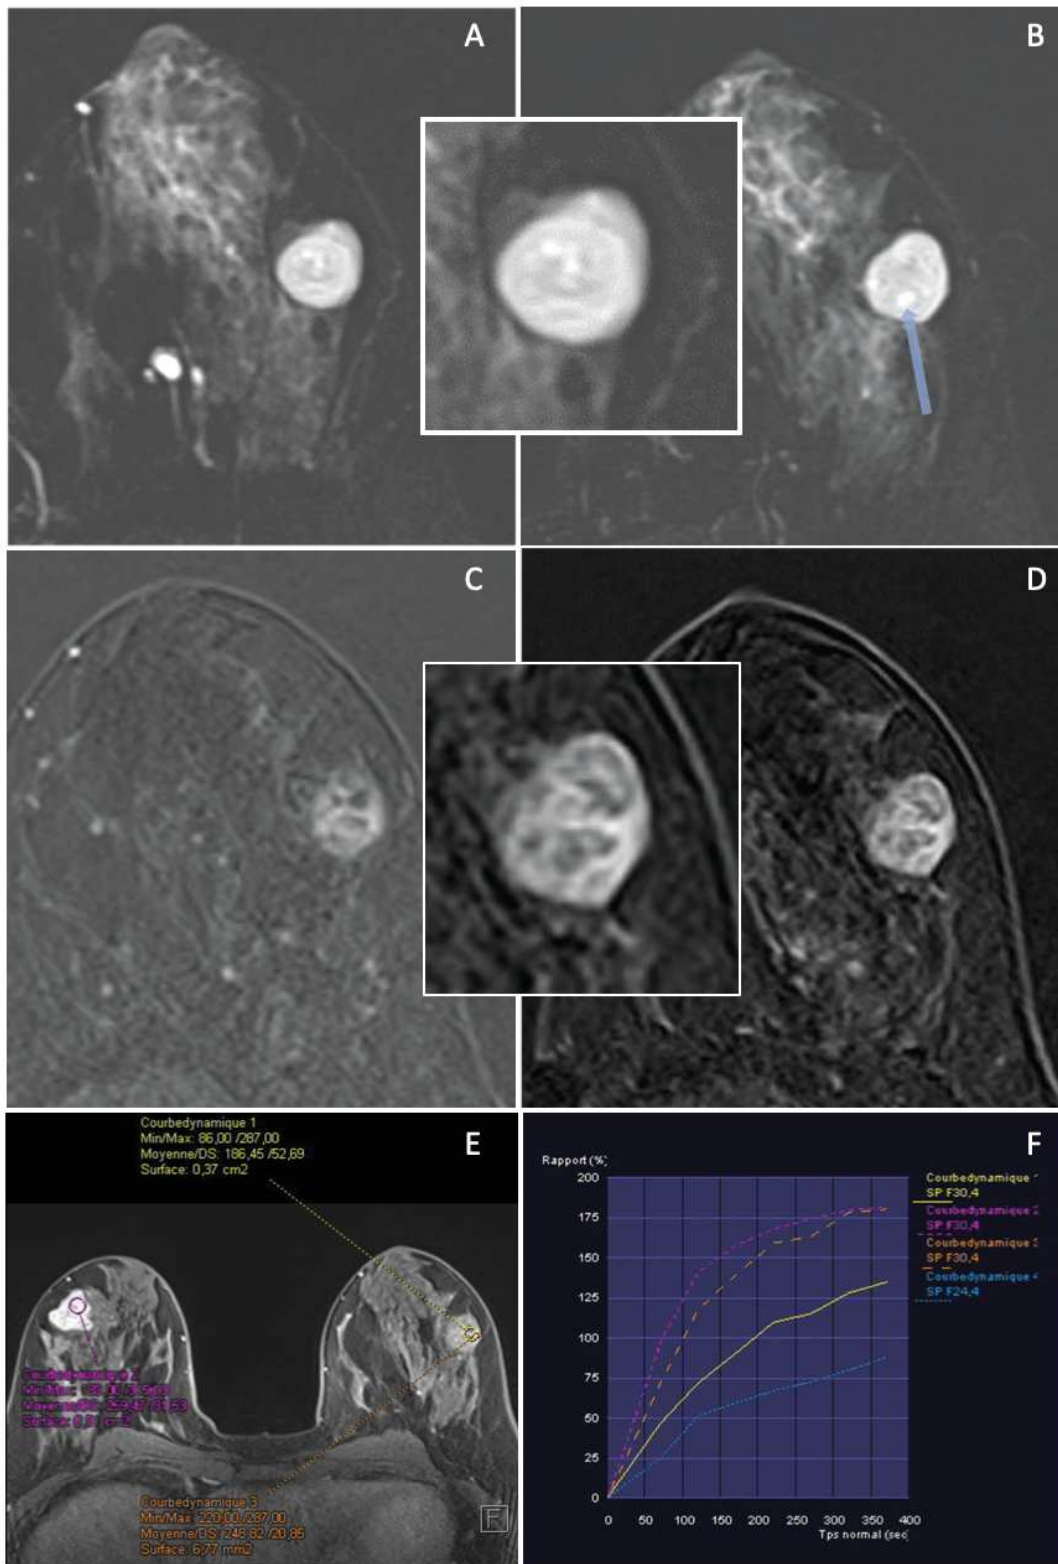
Aspect IRM d'une tumeur phyllode bénigne. Ax T2 FS (A) et (B) T1FS IV+ précoce (C) et tardif (D). courbe de rehaussement (E et F). Masse en hypersignal T2 discrètement hétérogène, rehaussée de façon progressive et hétérogène. Courbe de rehaussement de type 1.
